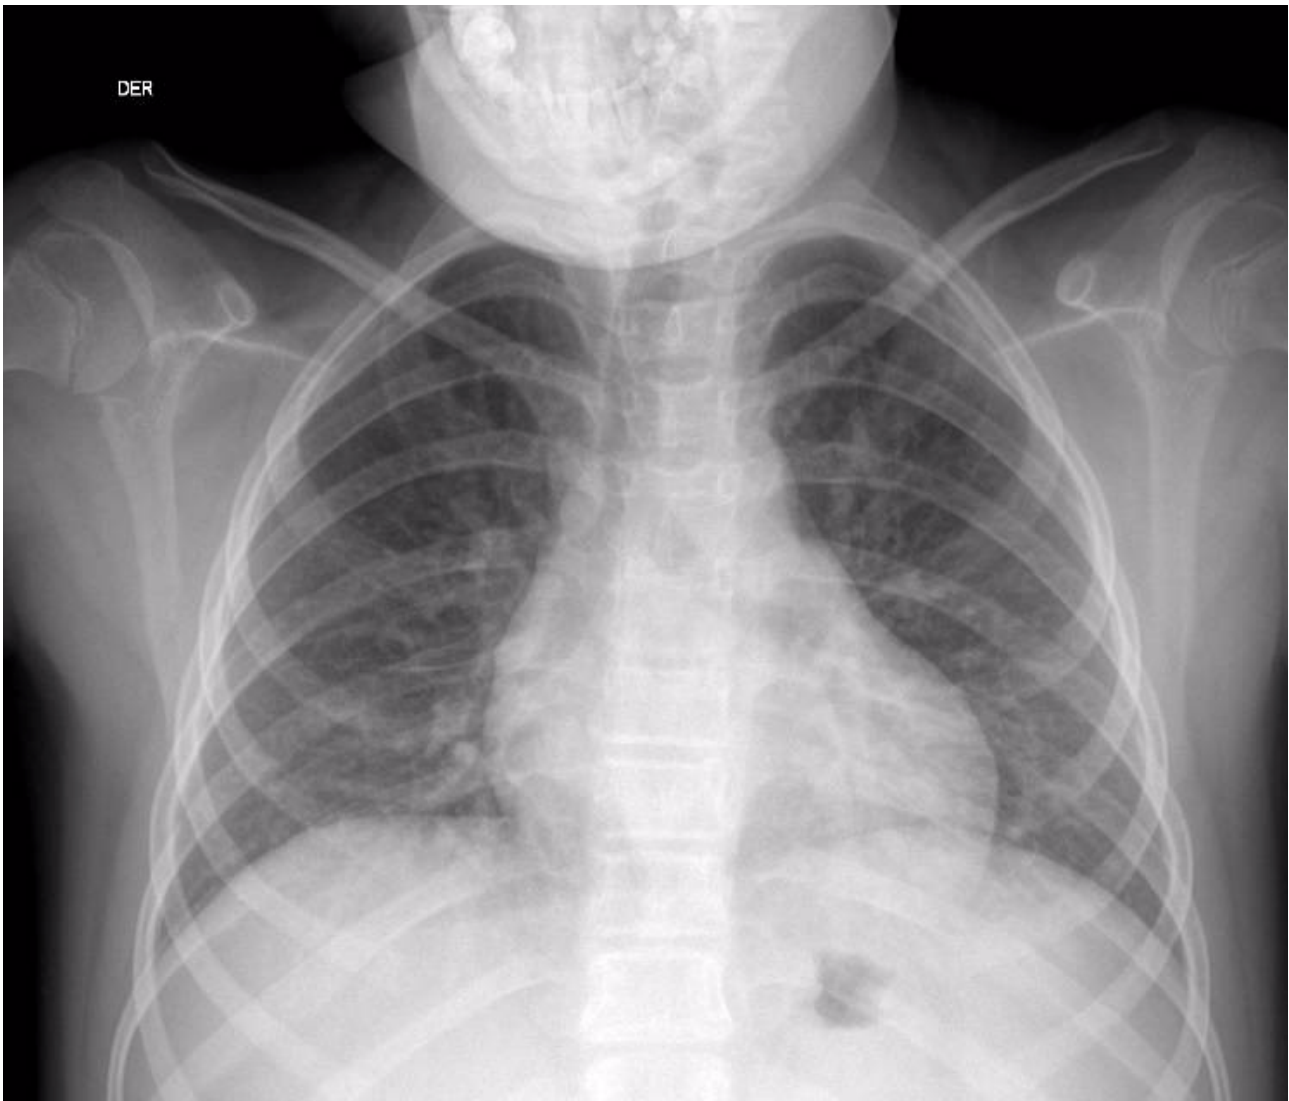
Radiografía de tórax
